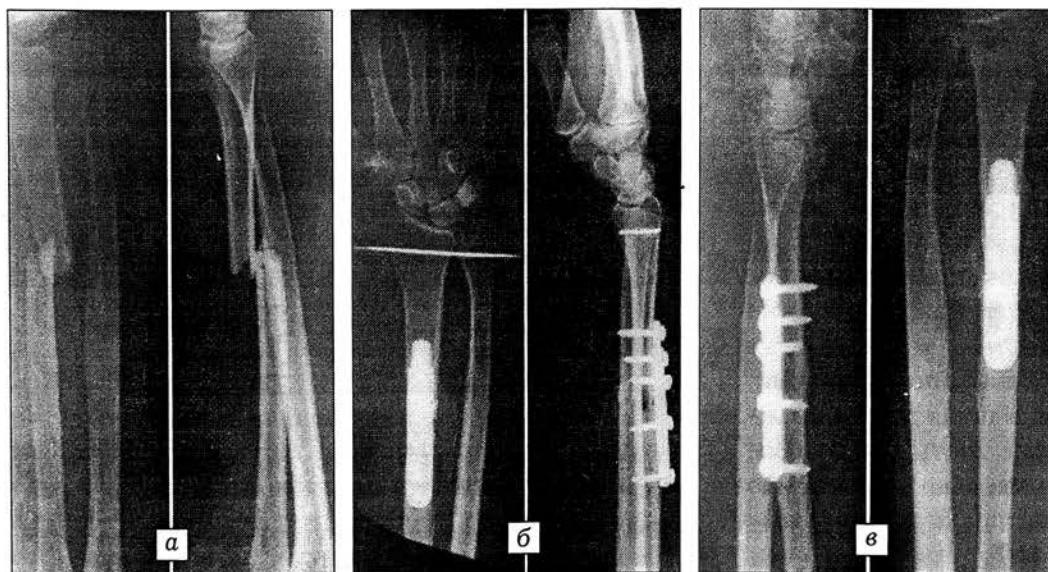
Рентгенограммы больного с косопоперечным переломом лучевой и вывихом головки локтевой кости.
